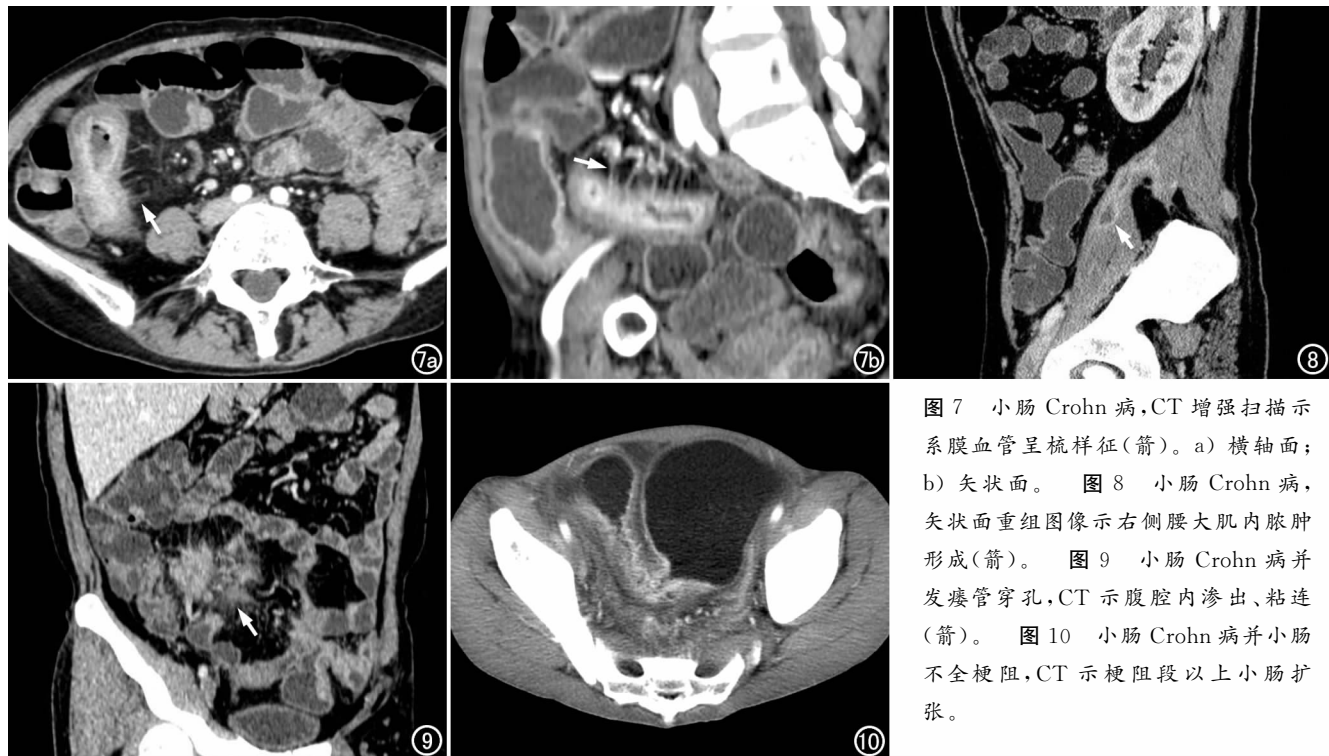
小肠 Crohn 病, CT 增强扫描示系膜血管呈梳样征(箭)。a) 横轴面; b) 矢状面。图 8 小肠 Crohn 病, 矢状面重组图像示右侧腰大肌内脓肿形成(箭)。图 9 小肠 Crohn 病并发瘘管穿孔, CT 示腹腔内渗出、粘连(箭)。图 10 小肠 Crohn 病并小肠不全梗阻, CT 示梗阻段以上小肠扩张。
